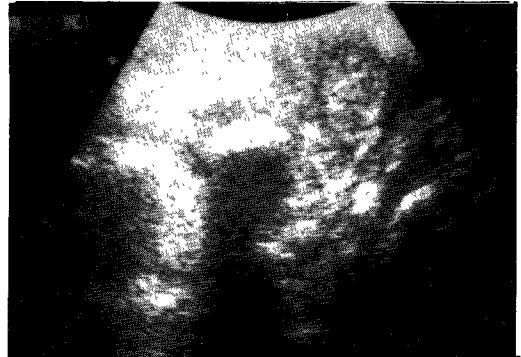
Ultrasonography of the left submandibular gland with sialolithiasis with sialadenitis.
